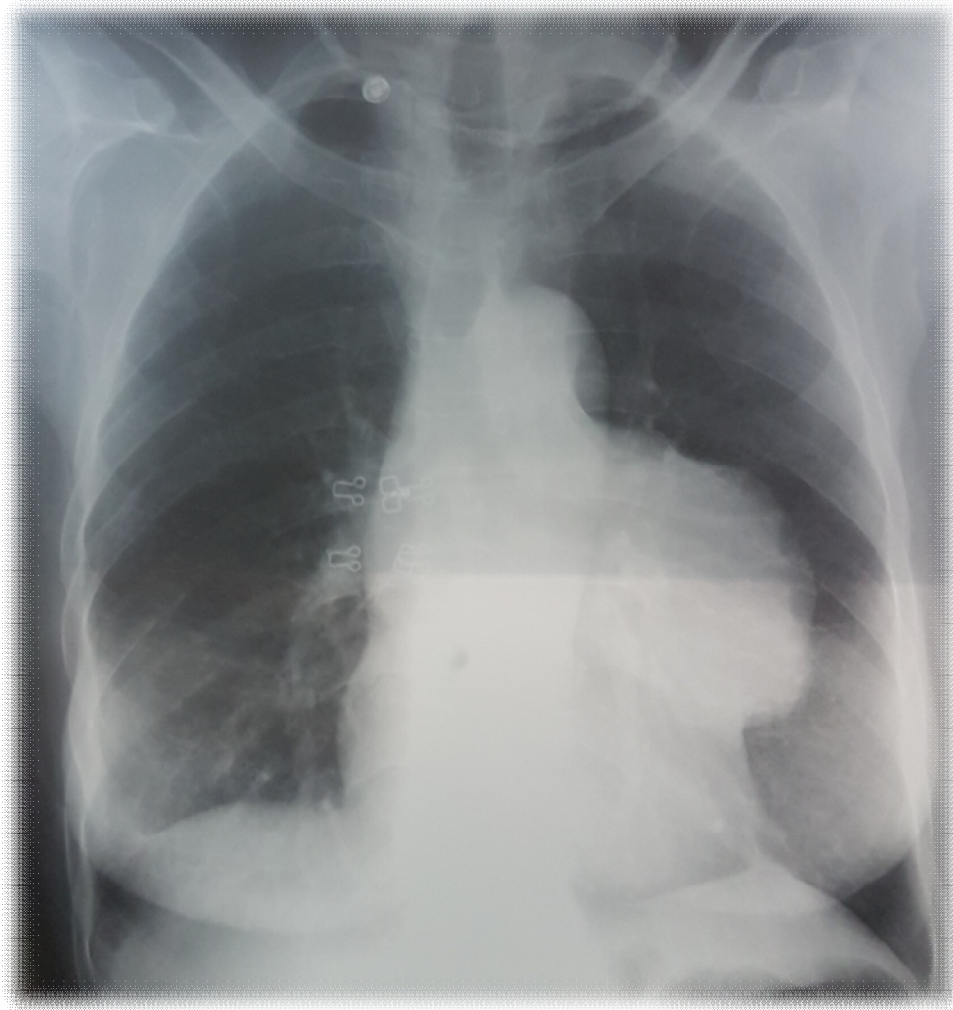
Radiographie standard du thorax face avec opacité médiastinale para hilare gauche avec élargissement du médiastin moyen gauche. (cas N°6 de notre série)
